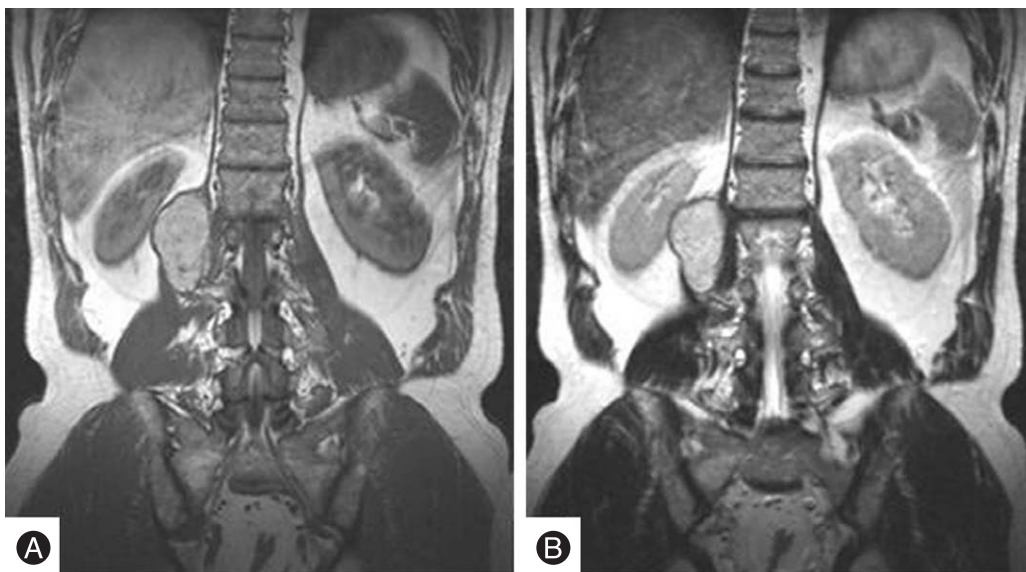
On preoperative MR imaging, a well marginated and lobulated mass was found on posterior aspect of right kidney being contiguous to right psoas muscle. (A) On T1 weighted imaging, the signal intensity of the mass was intermediate between those of skeletal muscle and subcutaneous fat. (B) On T2 weighted imaging, the mass was heterogenous with somewhat increased signal intensity.
